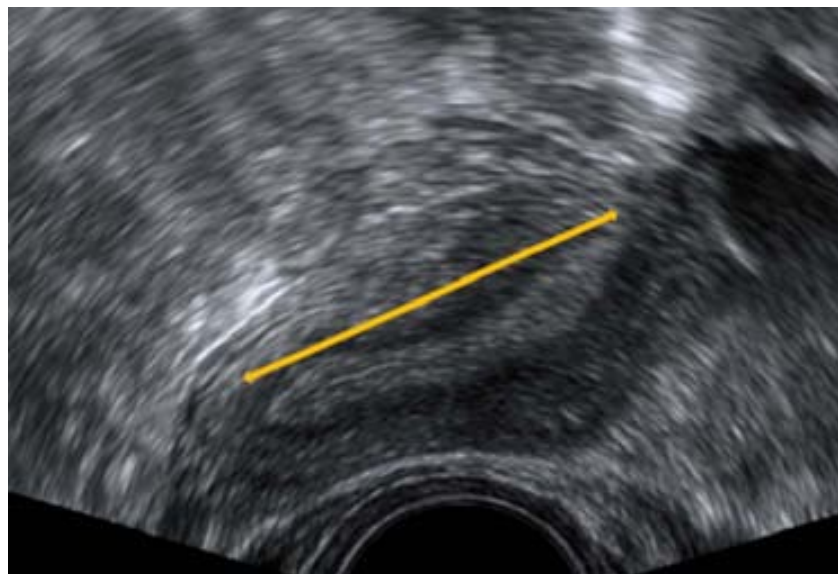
Ecografía convencional en la que el corte transversal a nivel craneal muestra endometrio elongado (flecha naranja). La morfología externa uterina es algo aplanada. El diagnóstico de sospecha fue útero arcuato que la ecografía 3D confirmó.
